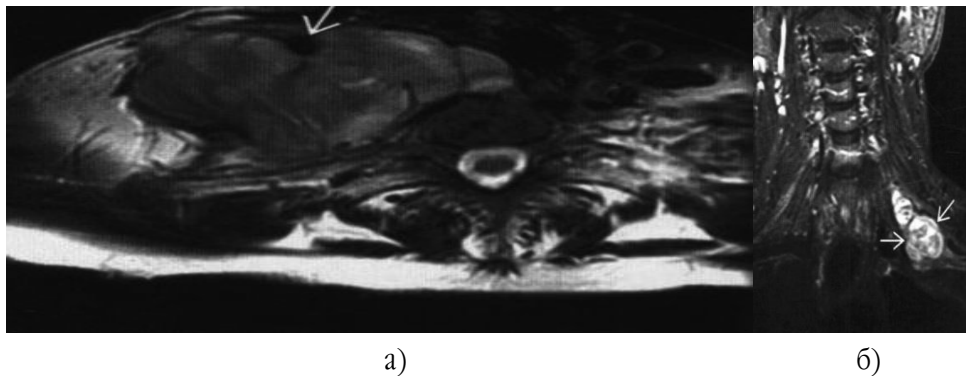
На МР-томограмах визначається нейрофібросаркома ПС: а) у режимі T2 33 в аксіальній проекції; б) у режимі STIR 33 у корональній проекції
